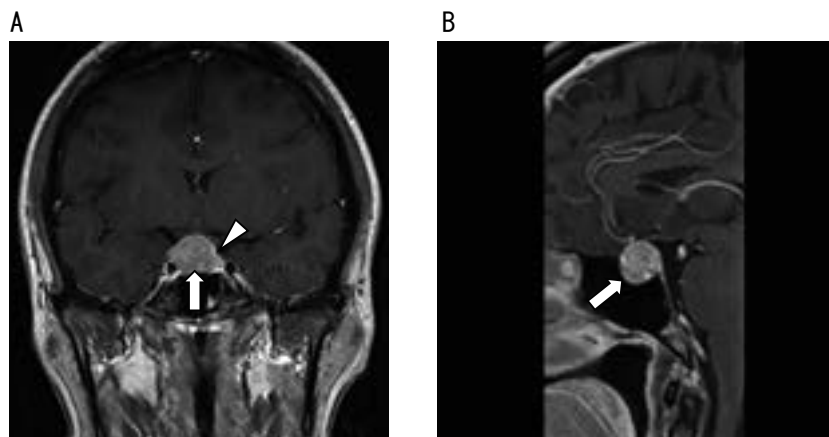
術前頭部MRI造影T1強調画像 A：冠状断 B：矢状断
